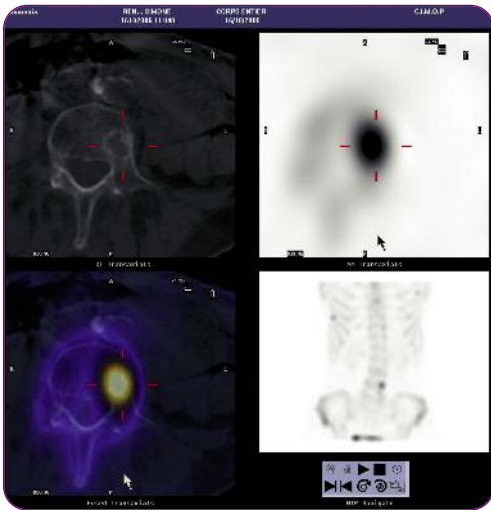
L'étude tomographique avec rayons X montre une lésion lytique de l'hémicorps vertébral gauche de L4
